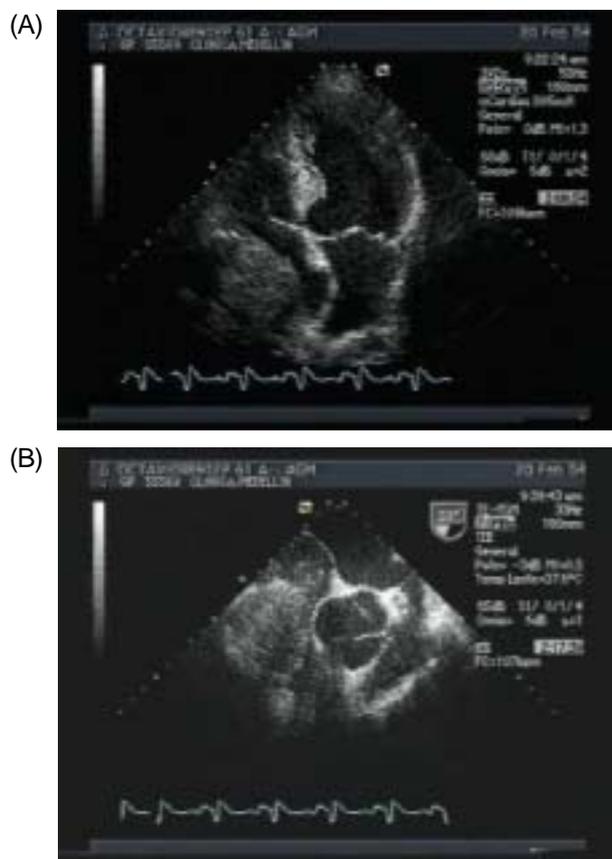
Ecocardiografía transtorácica (A) y transesofágica (B). A. Ecocardiograma transtorácico (ventana apical 4 cámaras). Masa que protruye y que obstruye parcialmente la aurícula derecha. B. Ecocardiografía transesofágica (59 grados, eje corto a nivel de la raíz aórtica): masa que obstruye en forma significativa la aurícula derecha.
